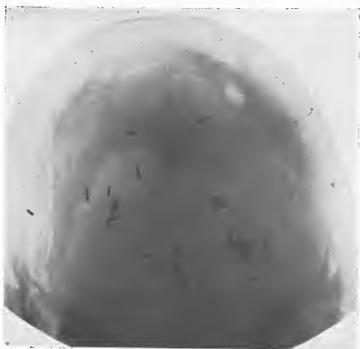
Obs. I. Radiographie en position oblique, tête fléchie. Les clips du bas sont dans le IV^e ventricule.
